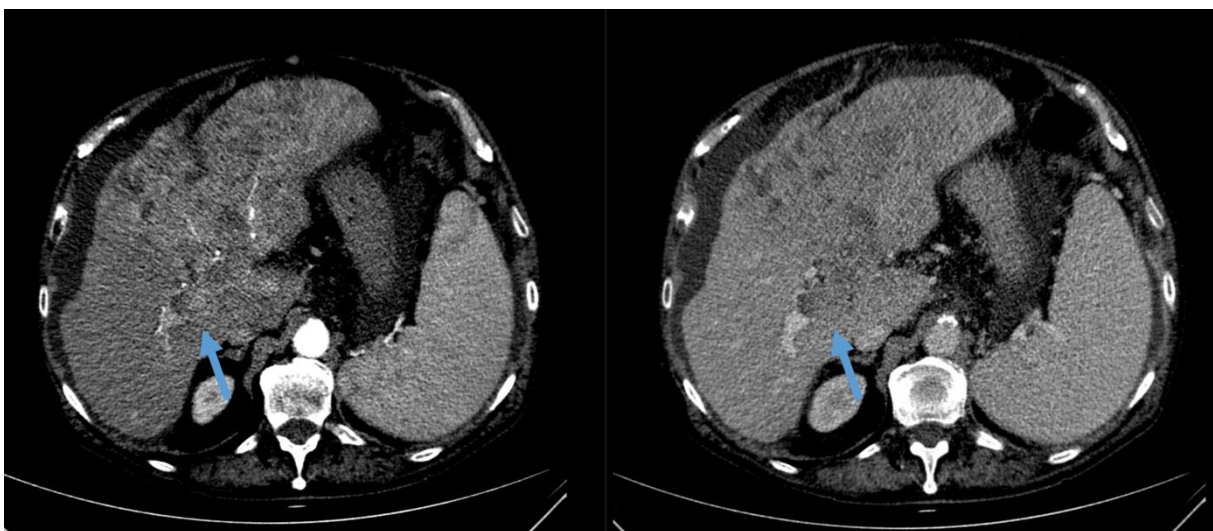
Die kontrastverstärkte CT der hepatischen arteriellen (rechts) und portalvenösen (links) Phase zeigt ein ausgedehntes, diffus wachsendes HCC linkshepatisch mit Infiltration des linken
